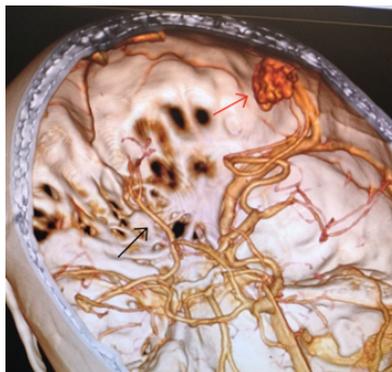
МСКТ-ангиография (трехмерная реконструкция) пациентки К. Черной стрелкой указана НПМА, красной стрелкой – АВМ.
